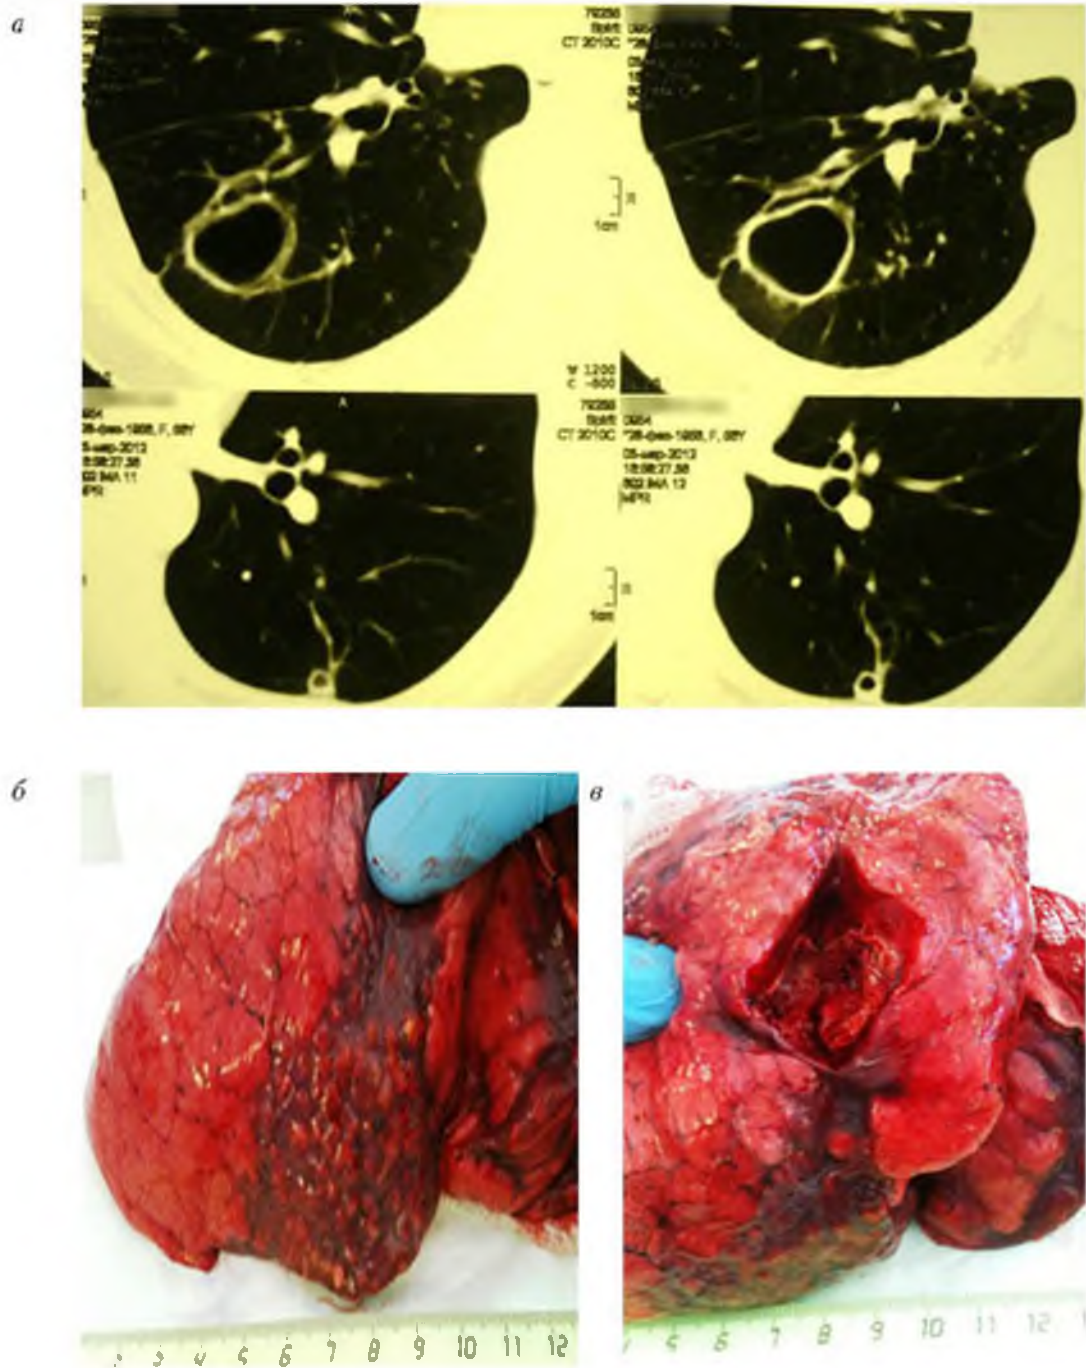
МБ, вызванный *M. kansasii* (Р-ек М. А., ж., 26 лет): а – компьютерная томограмма органов грудной клетки; б – верхняя лобэктомия справа: интраоперационно в  $S_1$  блокированная напряженная каверна. в  $S_2$  каверна с частично фиксированным казеозно-некротическим содержимым
